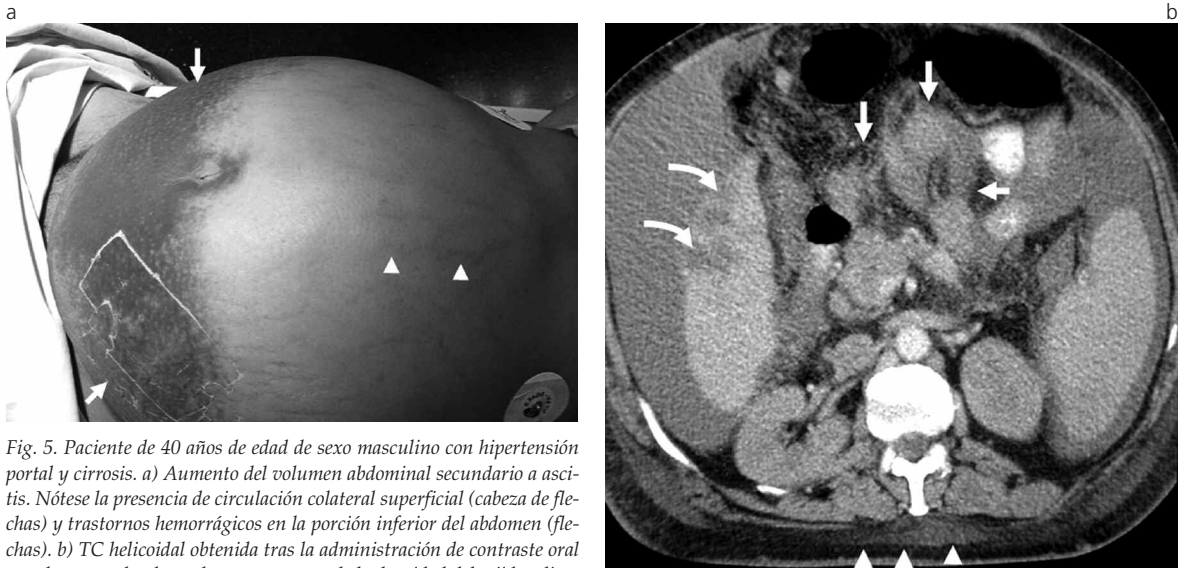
Paciente de 40 años de edad de sexo masculino con hipertensión portal y cirrosis. a) Aumento del volumen abdominal secundario a ascitis. Nótese la presencia de circulación colateral superficial (cabeza de flechas) y trastornos hemorrágicos en la porción inferior del abdomen (flechas). b) TC helicoidal obtenida tras la administración de contraste oral y endovenoso donde se observa aumento de la densidad del tejido adiposo mesentérico (flechas). A nivel hepático puede evidenciarse la presencia de nódulos de regeneración (flechas curvas).
